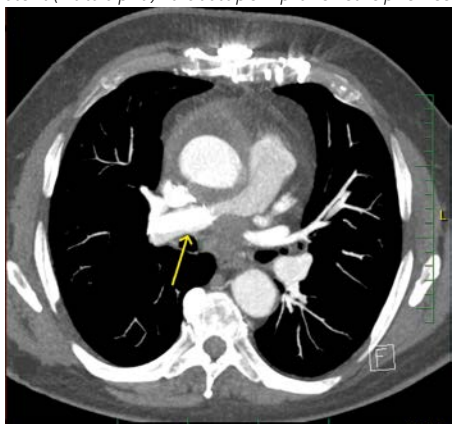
CT obraz – transverzální řez. Patologická hmota (žlutá šipka) utlačující pravou větev plicnice
